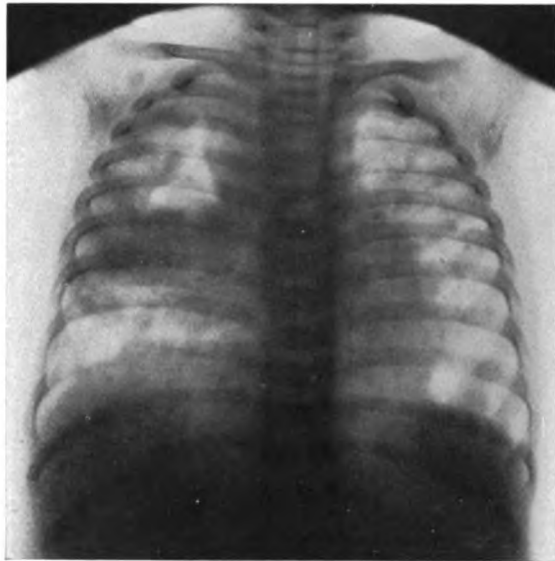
Fall VI. Gottfried Sch.: Rechts massive gleichmäßige Verdunklung bis Grenze mit einer dreieckigen Aufhellung bis etwa 2./3. Rippe; links konfluierende, weiche zarte Herdschatten. Röntgendiagnose: Rechts käsige Pneumonie mit Kaverne; links exsudative Herde. Klinische Diagnose: Dasselbe. Mikroskopische Diagnose: Fast rein produktive Erkrankung.
